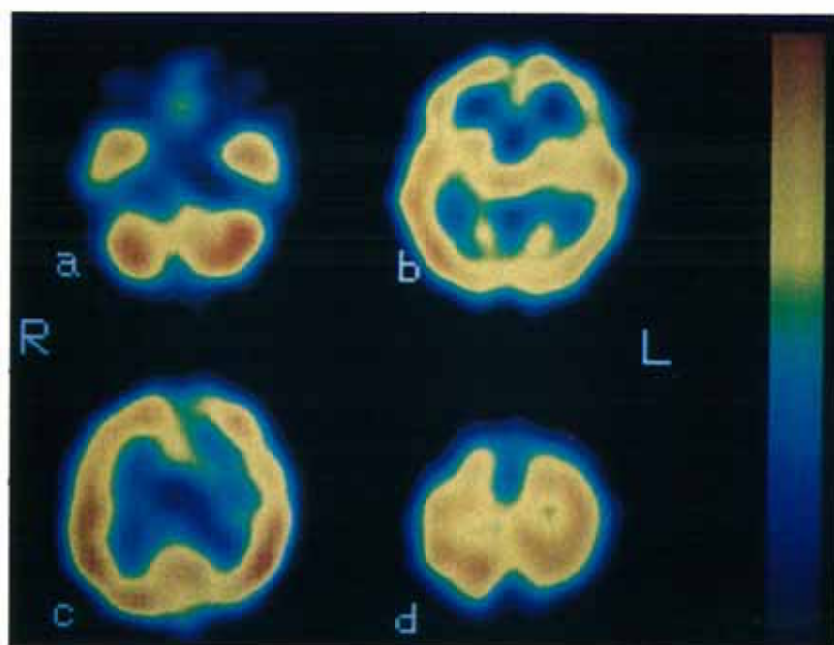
Case 10 (2-year and 6-month-old male). ^{123}I -IMP SPECT images are similar to those of adult.
